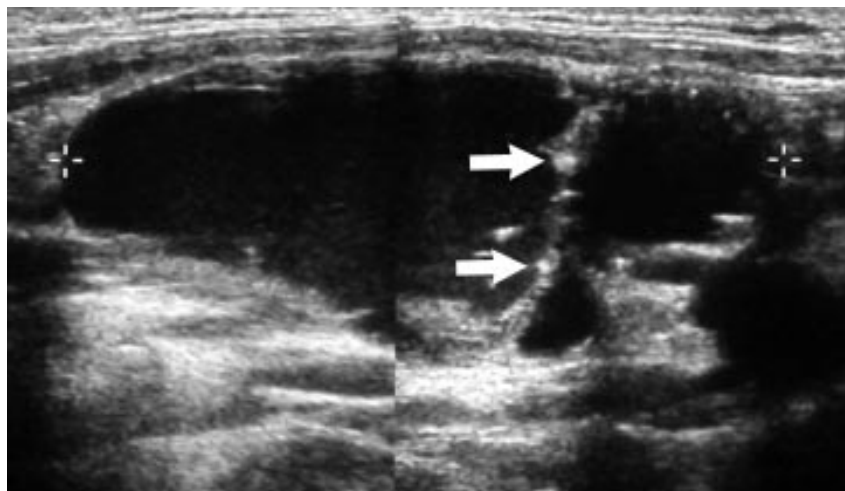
Ecografía longitudinal de hemicuello derecho que muestra nódulos quísticos metastásicos con septos internos y calcificaciones (flechas). (1)
